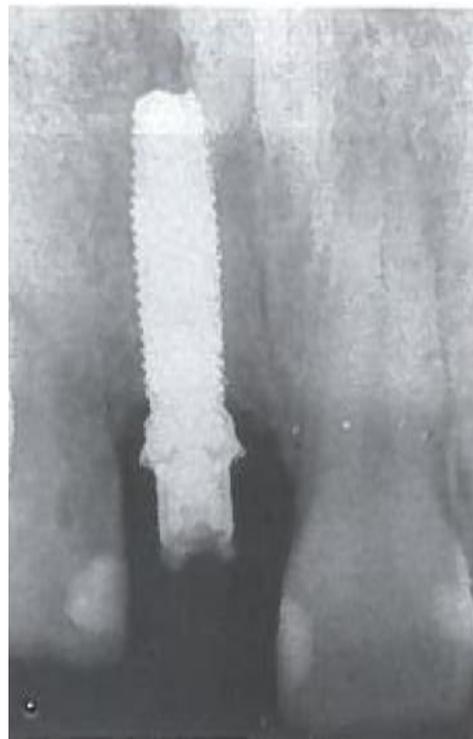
Radiografia periapical após três meses
